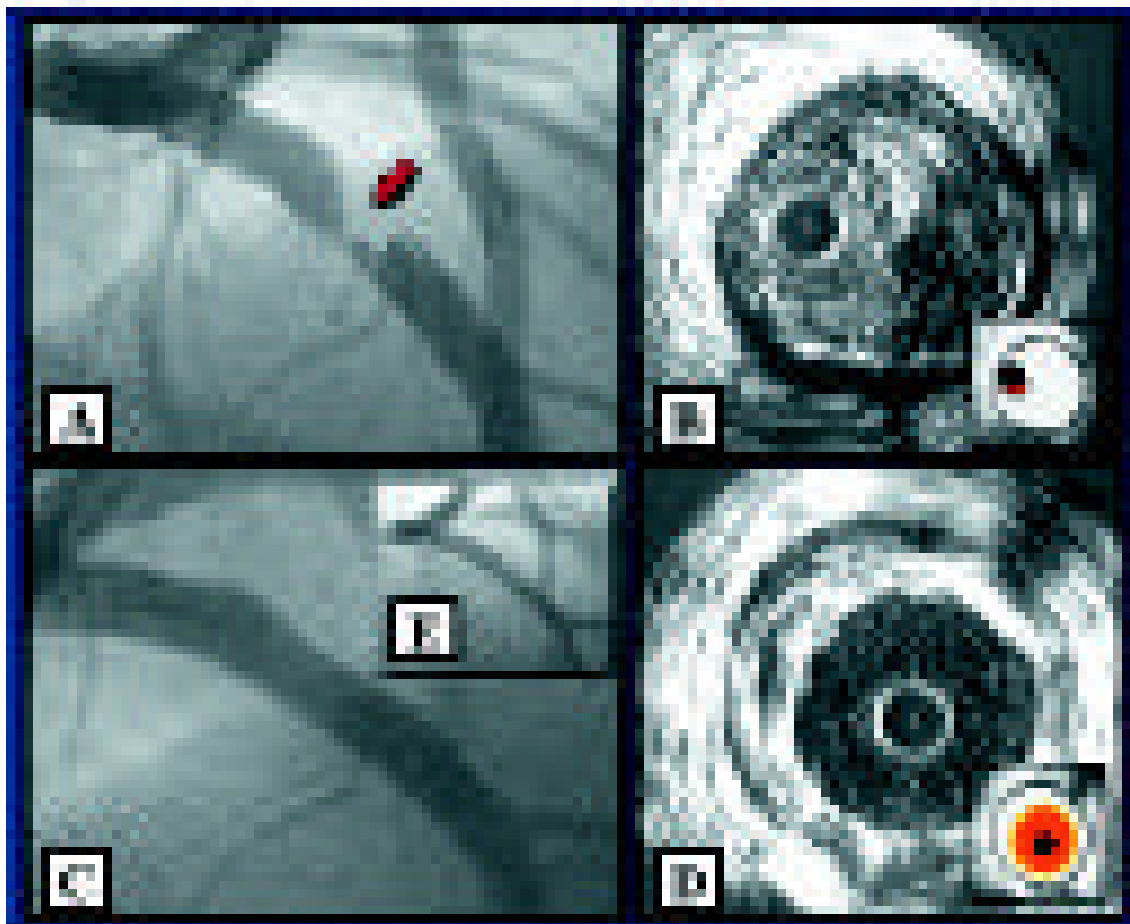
A) Presença de lesão obstrutiva excêntrica (seta), no terço proximal da artéria descendente anterior. B) A imagem obtida por meio da ultra-sonografia intracoronária demonstra placa de ateroma pouco ecodensa (placa lipídica), reduzindo expressivamente a luz arterial. O destaque do quadro B, com a imagem ultra-sonográfica em tamanho reduzido, serve de referência para a identificação do cateter de ultra-som (em preto), do lúmen vascular (em vermelho) e da placa de ateroma (em cinza). Após o implante direto do stent Nir Primo 4,0 mm x 16 mm, obteve-se bom resultado pela avaliação angiográfica (C) e ultra-sonográfica (D). No destaque do quadro D, identifica-se o cateter de ultra-som (em preto), o lúmen (em vermelho) e a placa (em cinza), comprimida atrás do stent (em amarelo). E) No reestudo angiográfico tardio (6 meses), observa-se mínima redução do diâmetro do lúmen no local tratado.
